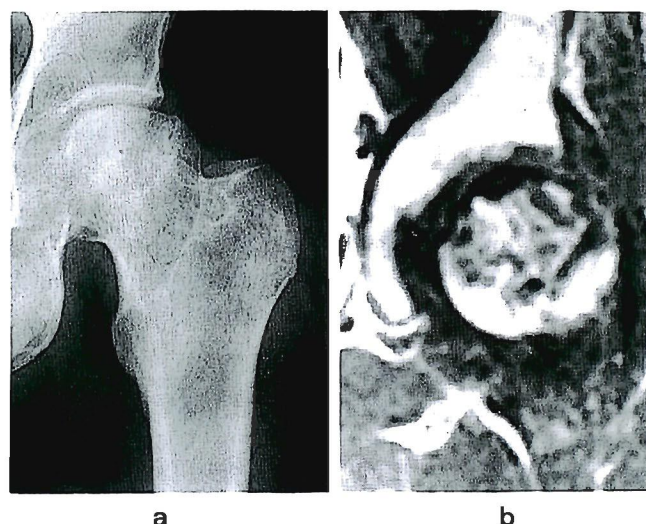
The case of type A5 lesion on roentgenogram and its MRI.
